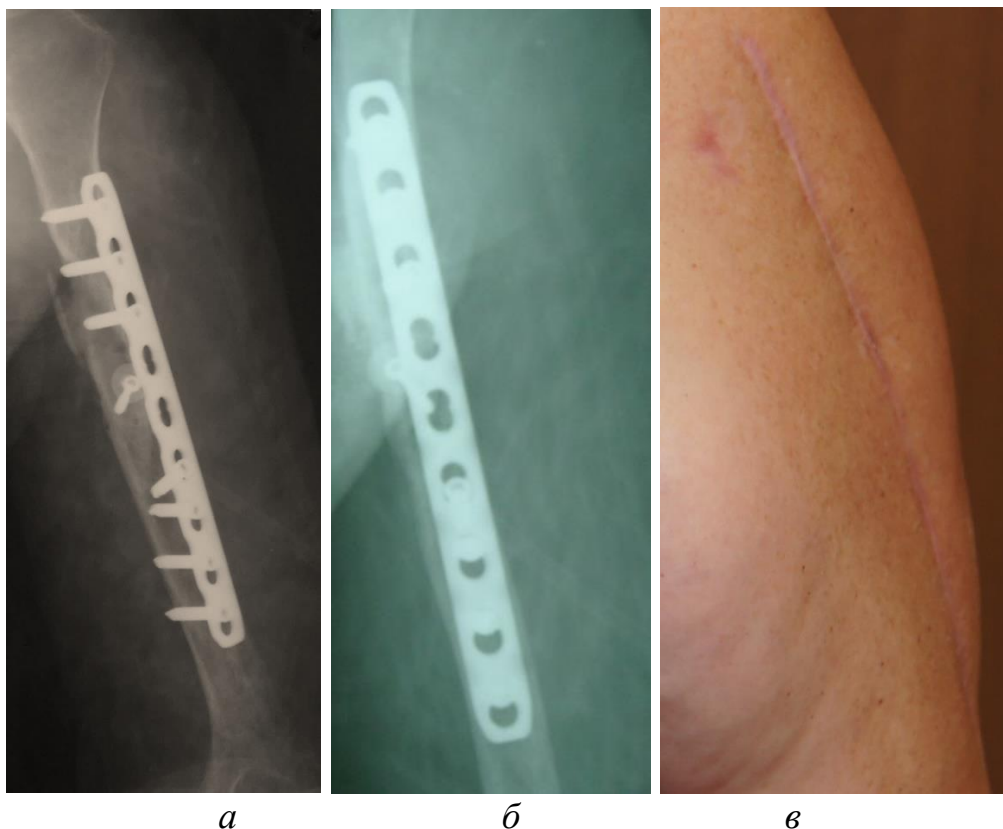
Рентгенограммы плечевой кости через 6 месяцев после операции:
